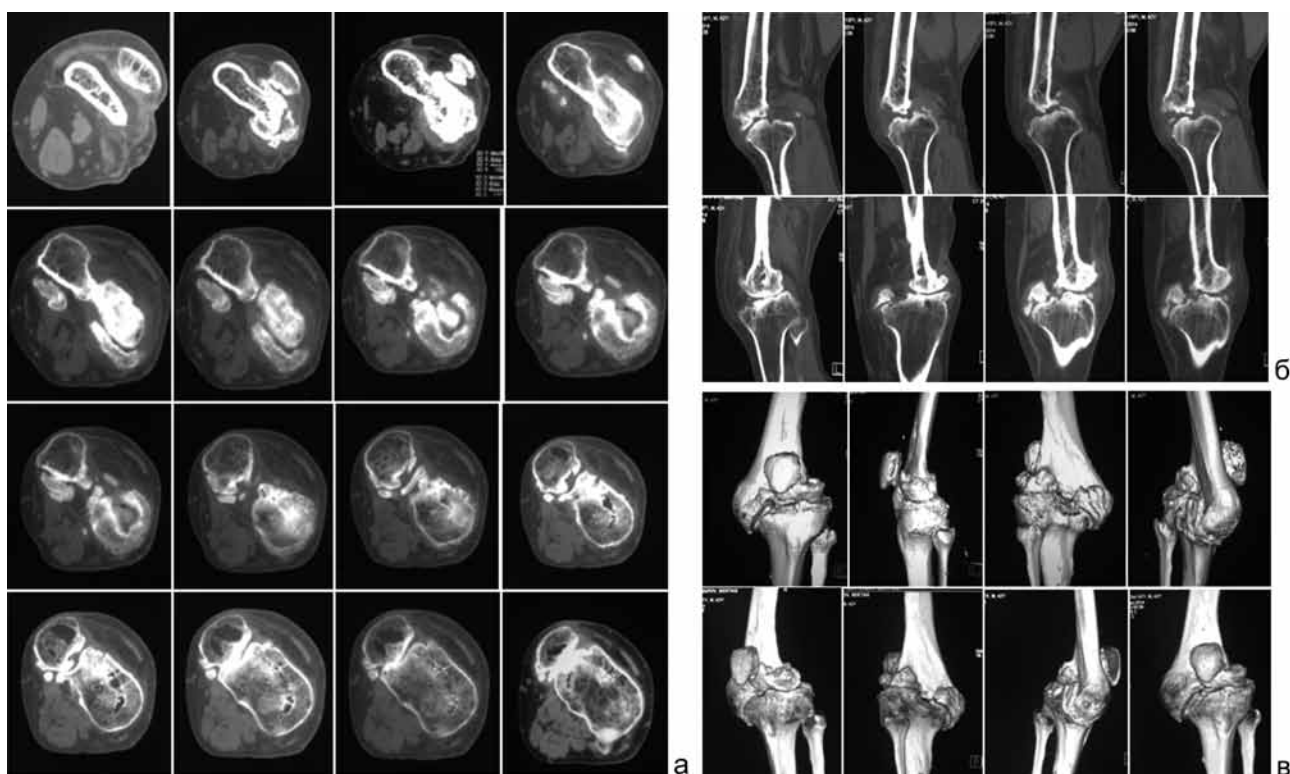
Серия КТ-изображений левого коленного сустава в аксиальной проекции (а), при МПР- (б) и 3D-реконструкции изображений (в) этого же пациента
